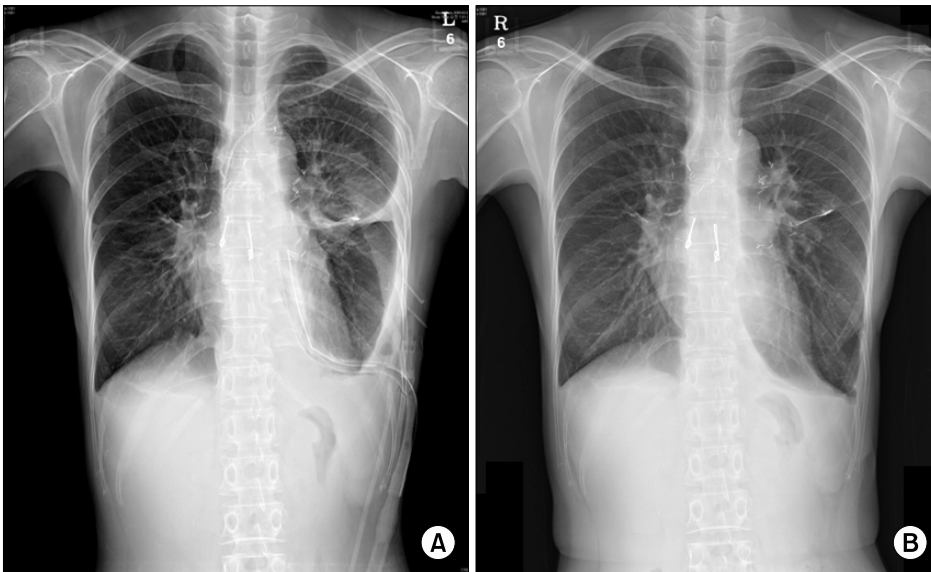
Chest X-ray of case 1 patient. (A) Chest X-ray before decortication. (B) The latest chest X-ray.
